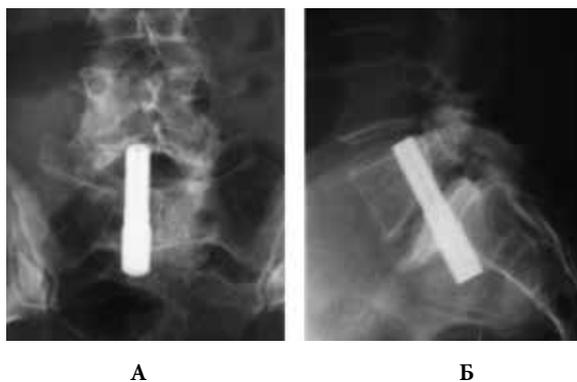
Снимки больной А. после операции: а – рентген (прямая проекция), б – рентген (боковая проекция)
